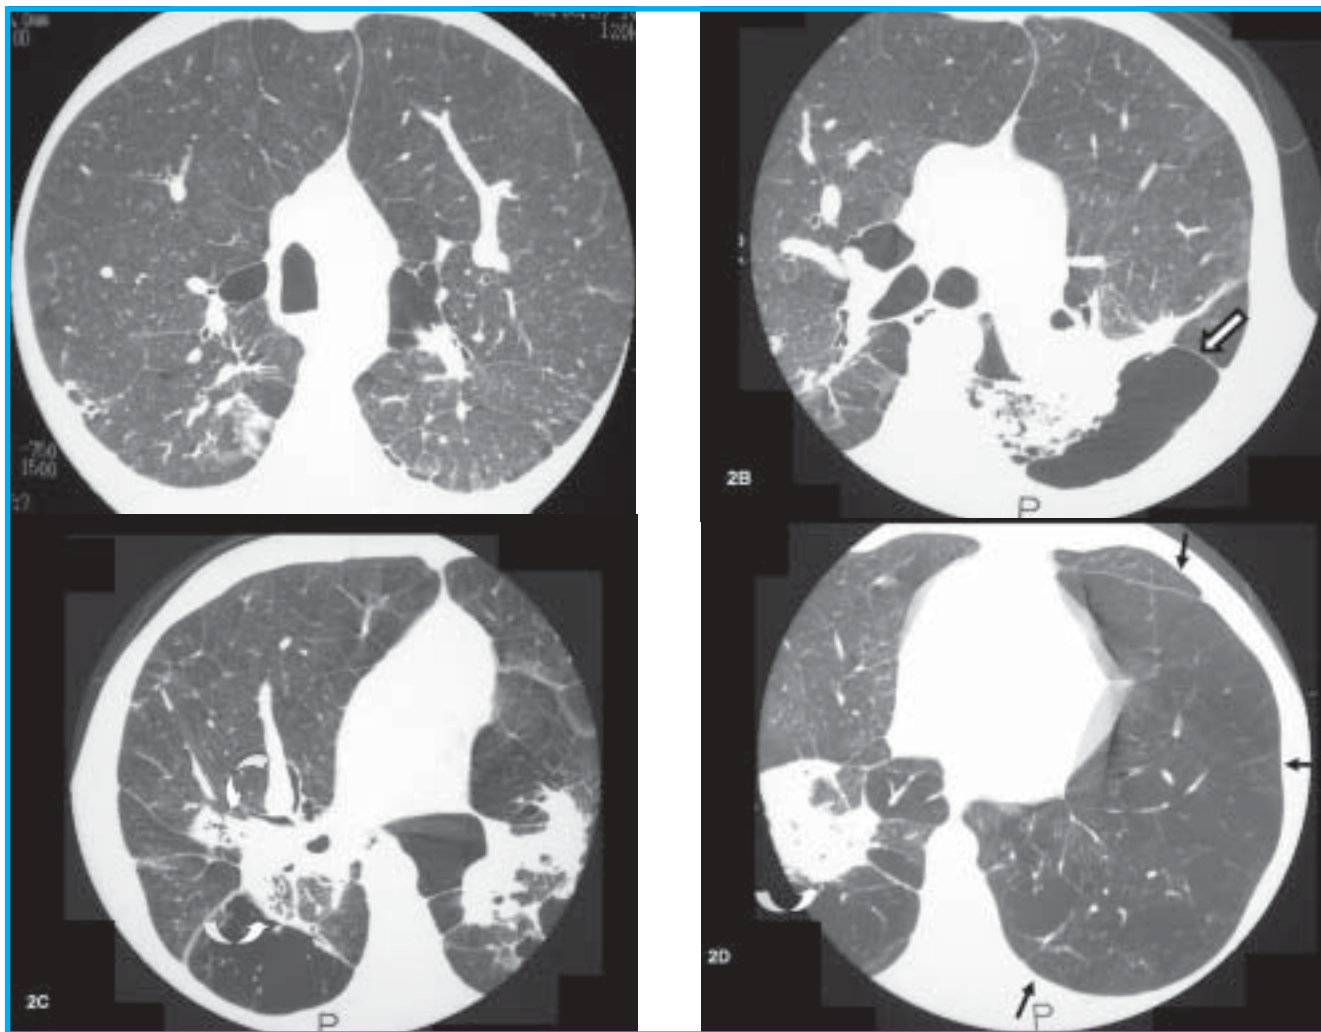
Tomografia computadorizada de alta resolução do mesmo paciente da figura 1, com janela para estudo de parênquima, mostrando massas conglomeradas para-hilares (setas curvas), importante enfisema adjacente (setas brancas) associado a bolhas (seta preta e branca), pequenos nódulos difusos e espessamento de septos interlobulares. As imagens foram obtidas (A) ao nível da crista da aorta, (B) ao nível da carina, (C) lobo inferior direito e (D) lobo inferior esquerdo.
